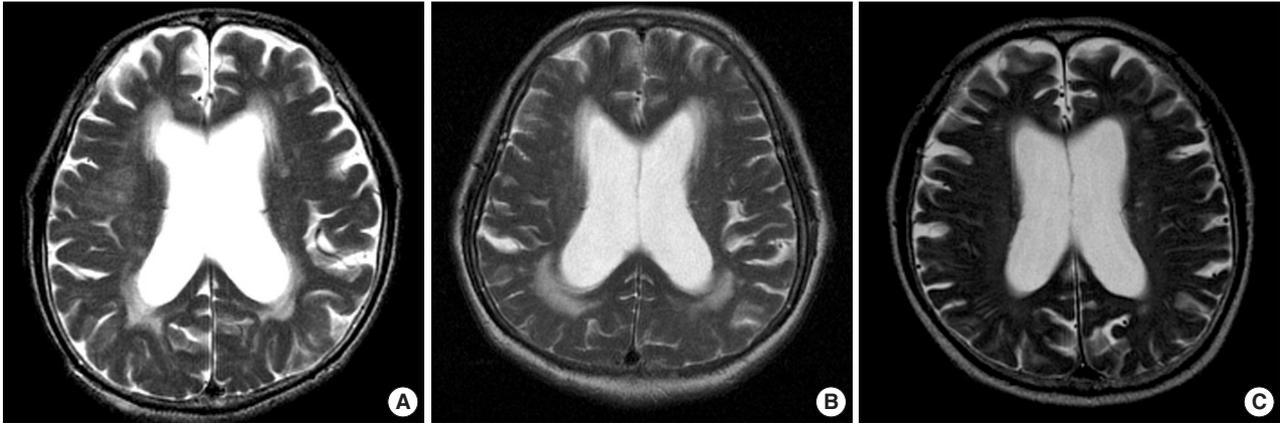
Axial T2 MRI images of the case 1 (A), case 2 (B) and case 3 (C). All patients showed dilated ventricles with various degrees of white matter changes.
